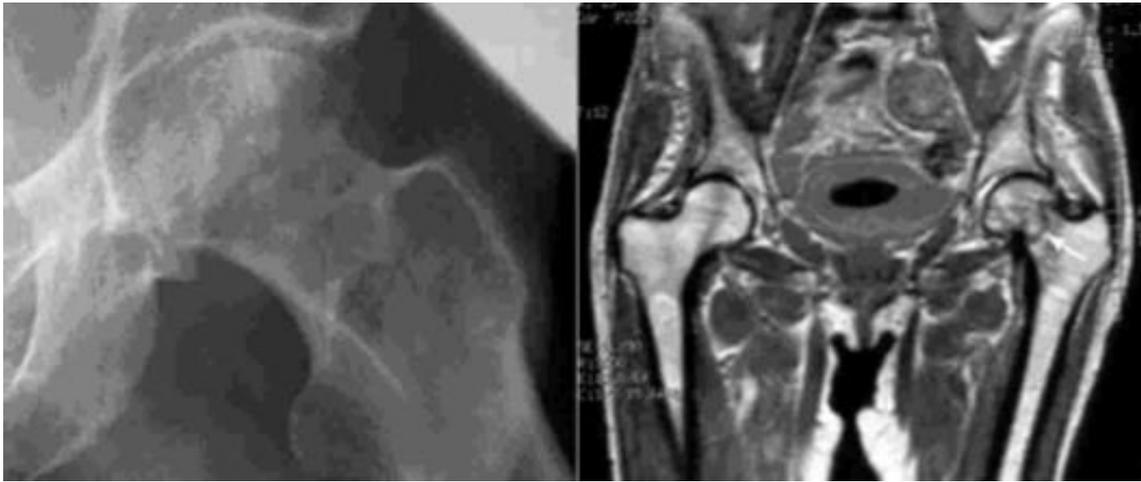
Radiografía simple AP sin alteraciones. A la derecha RMN del mismo paciente con la presencia de una fractura intracapsular (transcervical)
